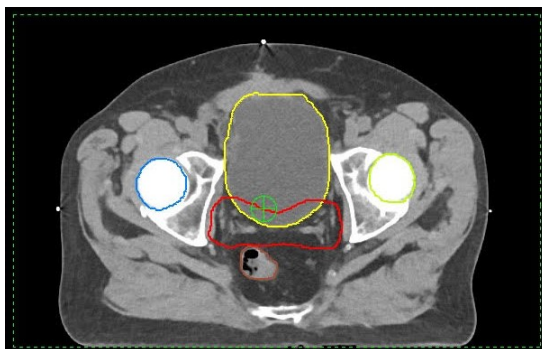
Corte longitudinal del TAC donde se encuentra el isocentro (puntero verde) en coordenadas locales del TAC [31].
